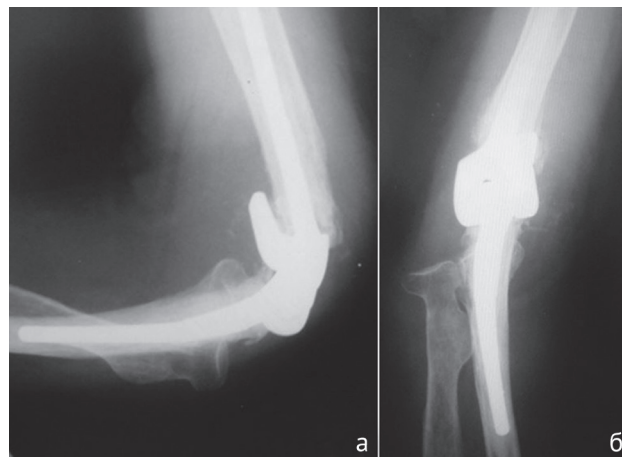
Пациентка С. Рентгенограммы ЛС через 12 месяцев после эндопротезирования
